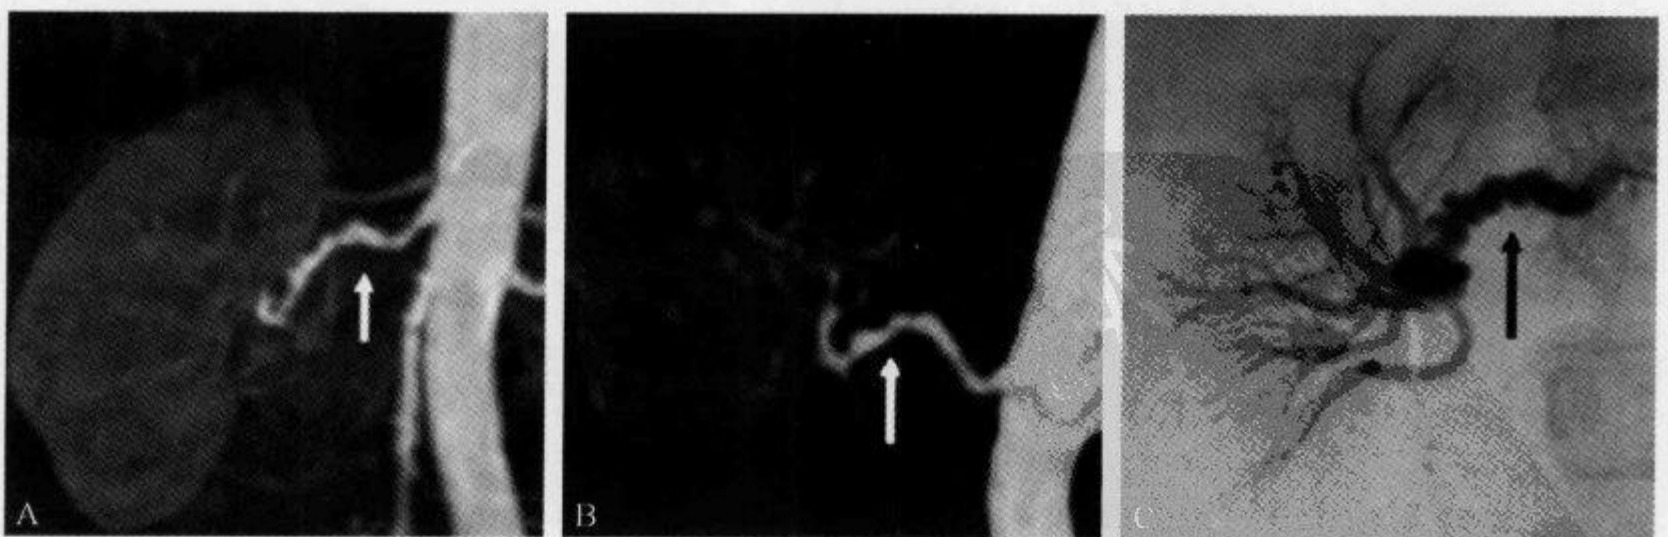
动脉纤维肌发育不良患者,CTA 及血管造影示“串珠征”
